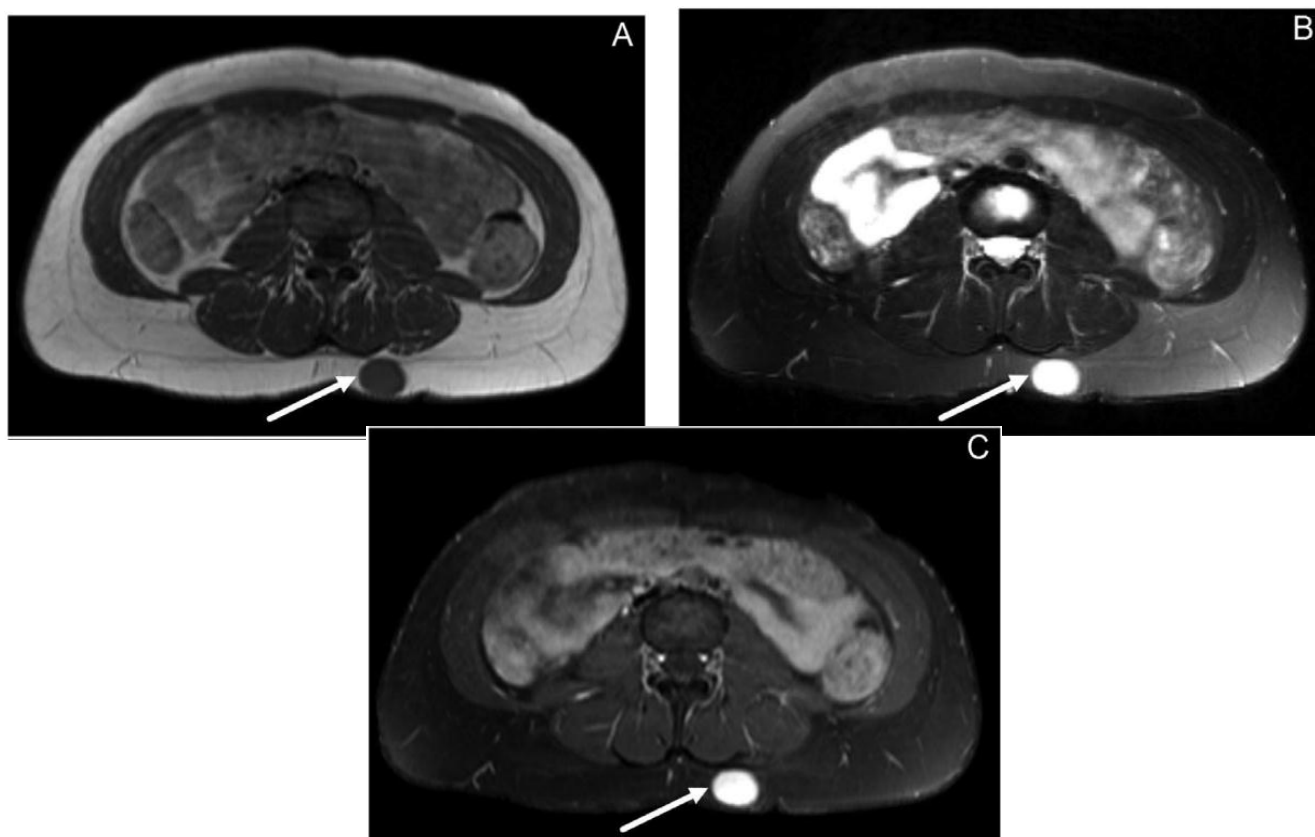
IRM pelvienne [81] :
